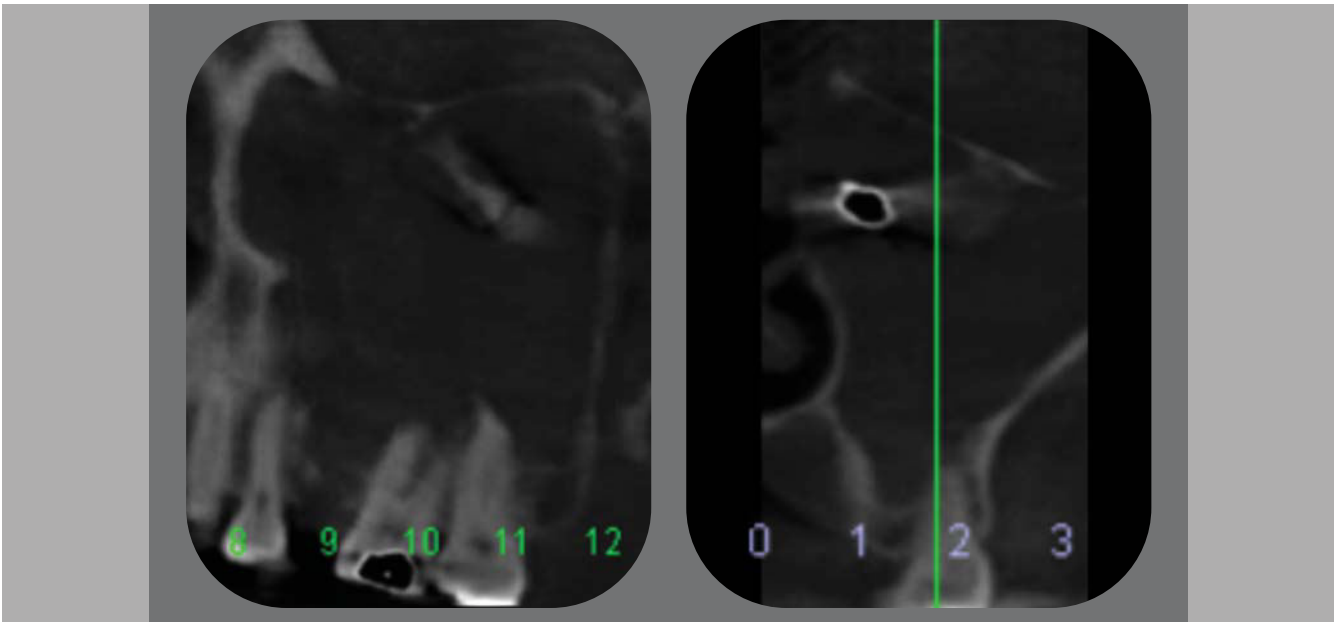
Reconstrucción TAC 3D donde se observa claramente posición del implante dentro del seno maxilar.
